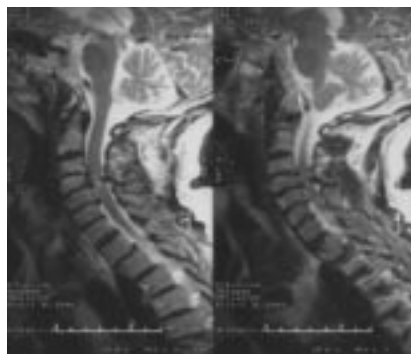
RM donde se aprecian los osteofitos en las vértebras cervicales.
